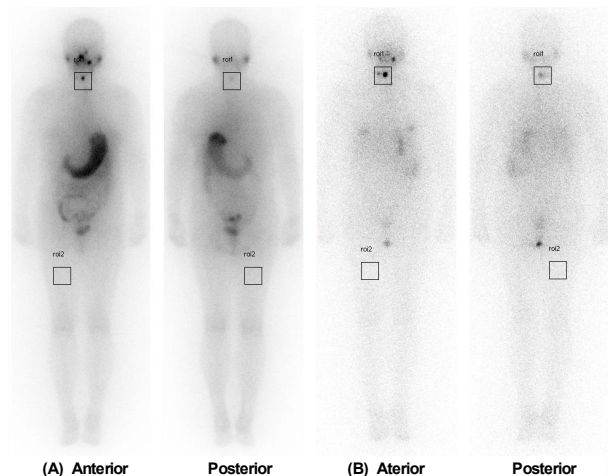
An example of drawn square-shaped region-of-interest (ROIs) to measure the I-131 uptake of the thyroid and right thigh on I-131 scintigraphy. (A) Early image, (b) delay image.
